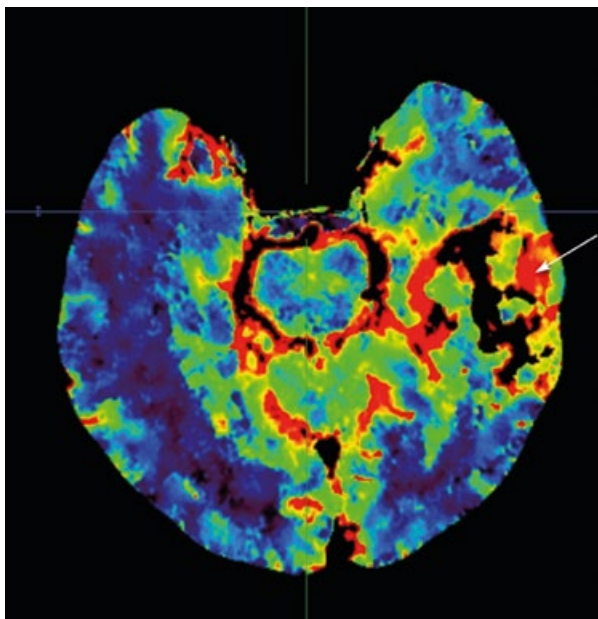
Перфузионная карта CBF того же пациента полученная с помощью разработанной программы
